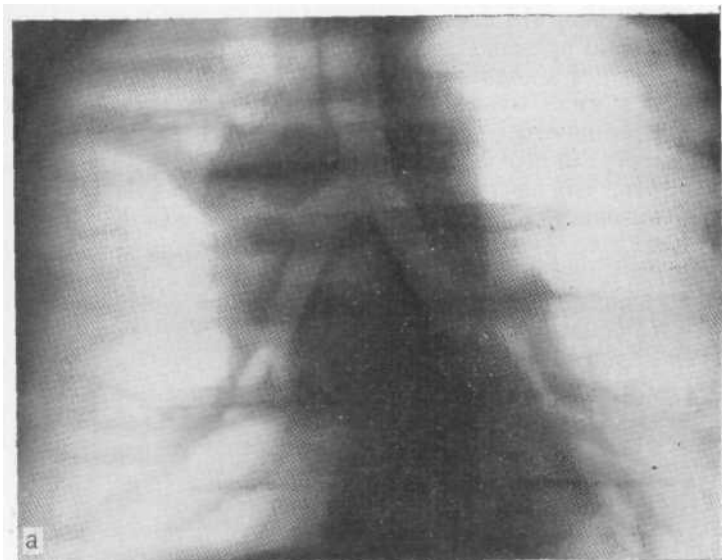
Томограммы правого легкого прямой (а) и косой (б) в проекции больной, поступившей с диагнозом «острая пневмония». Отчетливо видны нишевая культя верхнедолевого бронха и опухолевый узел на фоне обструктивного пневмонита верхней доли справа.
